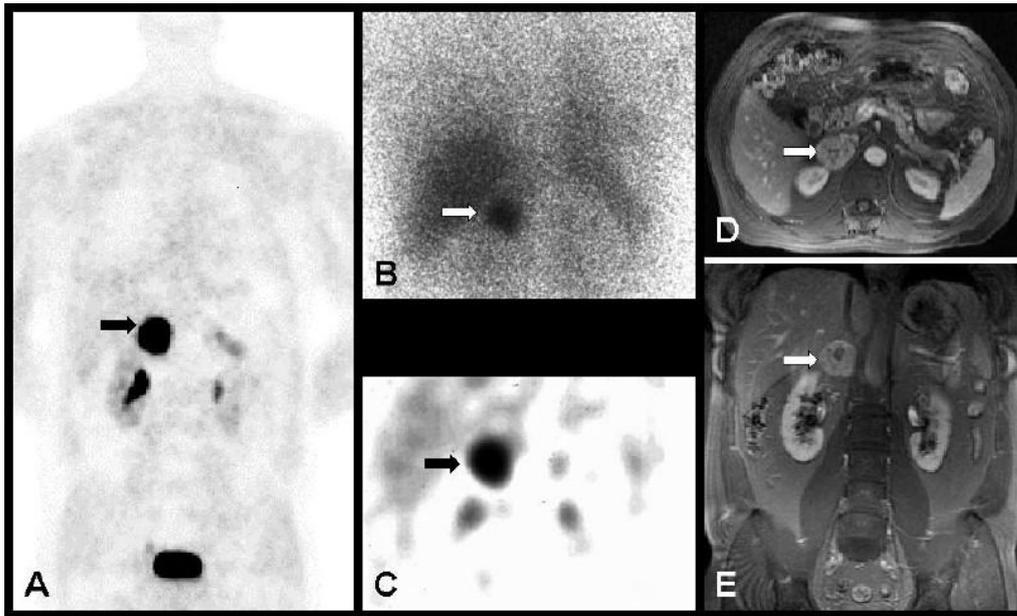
同一嗜铬细胞瘤患者, $[^{18}\text{F}]\text{DOPA-PET}$ (A), MIBG扫描 (B), SPECT (C), MRI 横截面 (D) 和正截面 (E)。高质量的 $[^{18}\text{F}]\text{DOPA-PET}$ 图像更优于MIBG和SPECT扫描。来自Hoegerle S, et al. *Radiology*. 2002; 222:507 - 512. 均获得了出版者的同意 (详见参考文献)。
